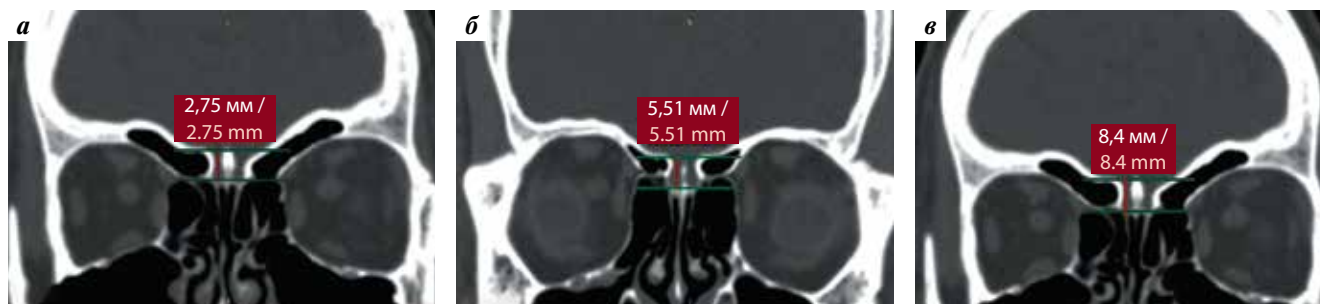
Определение глубины ольфакторной ямки по классификации Р. Керос при компьютерной томографии: а – I тип; б – II тип; в – III тип, асимметрия ольфакторной ямки
